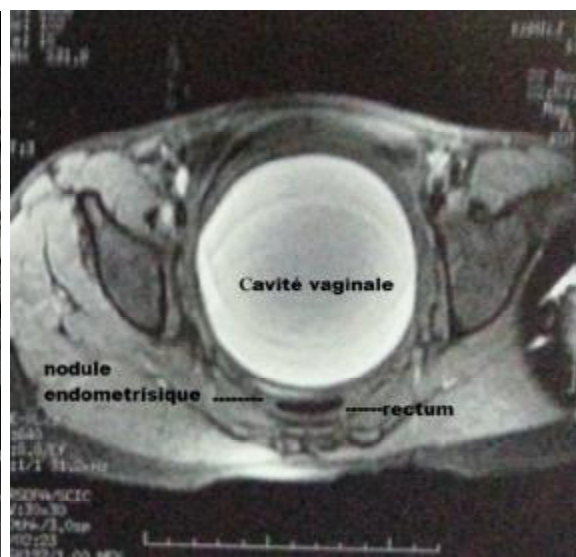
TDM pelvienne montre un hematocolpos avec un nodule endométriosique.
